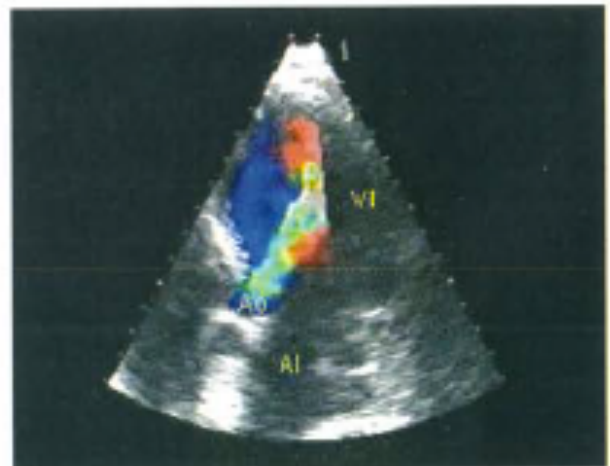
Insuficiencia aórtica por Doppler color.
